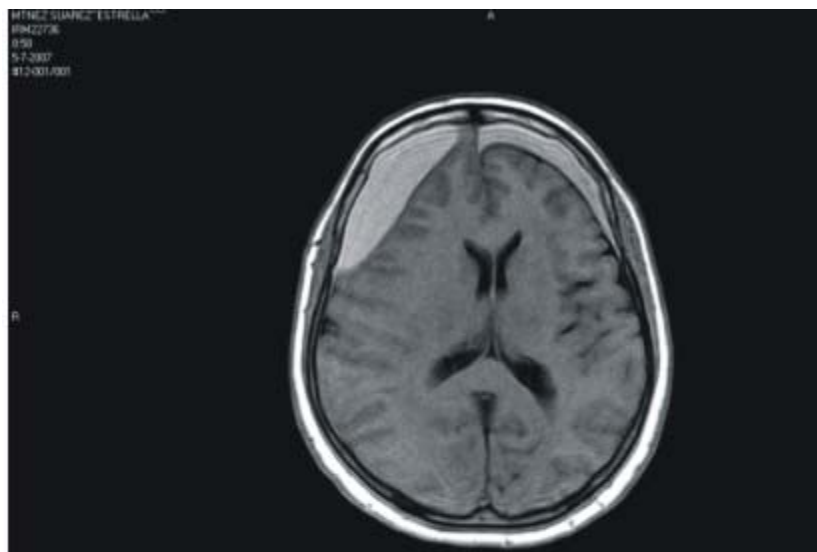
Resonancia magnética imaginológica (RMI). Se observa que el hematoma se comunica con el del lado contrario a nivel frontal, en lo cual influye el grado de atrofia cerebral, expresado por la cantidad de espacio subaracnoideo presente y por no existir efecto de masa sobre el sistema ventricular.
